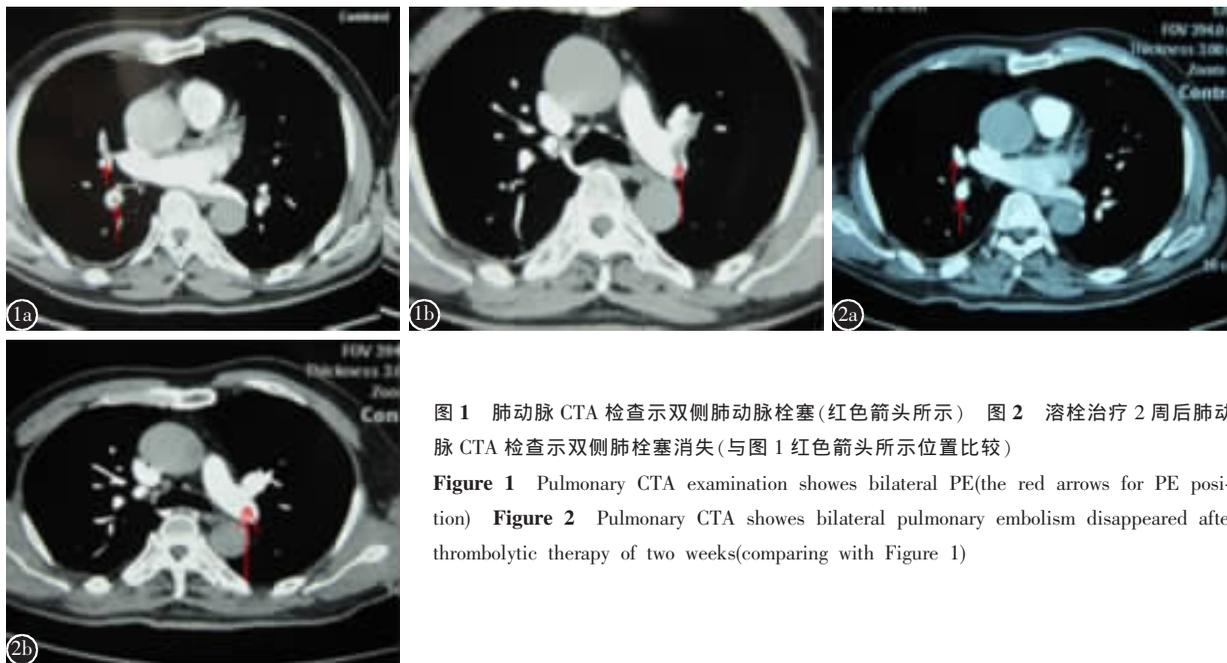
肺动脉 CTA 检查示双侧肺动脉栓塞(红色箭头所示) 图 2 溶栓治疗 2 周后肺动脉 CTA 检查示双侧肺栓塞消失(与图 1 红色箭头所示位置比较)
